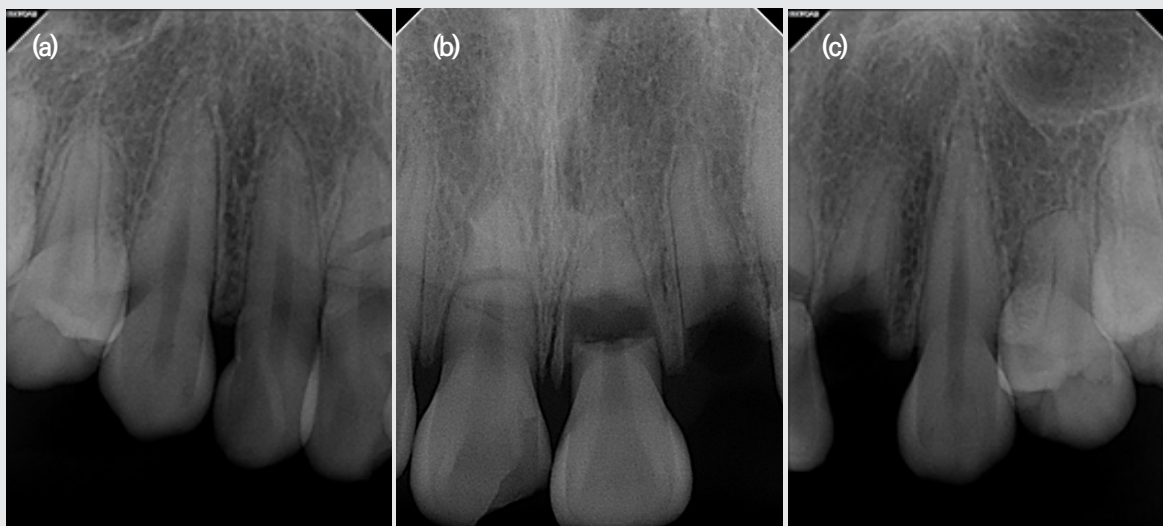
(a) The radiograph of the initial visit shows a horizontal root fracture line and mesial crown fracture on the maxillary right central incisor; (b) The radiograph of the initial visit shows a horizontal root fracture line and displacement of tooth fracture on the maxillary left central incisor; (c) The radiograph of the initial visit shows a horizontal root fracture and remaining root on the maxillary left lateral incisor.
